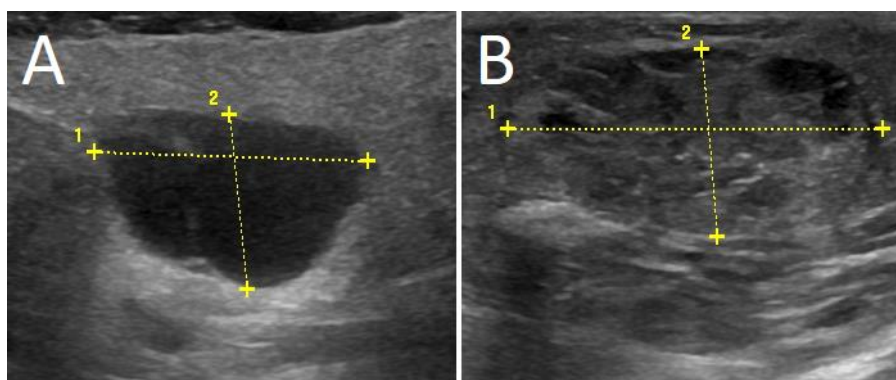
B-Mode-sonographische Darstellungen einer echoarmen Zyste (A) und eines echoreichen Warthin-Tumors (B)
